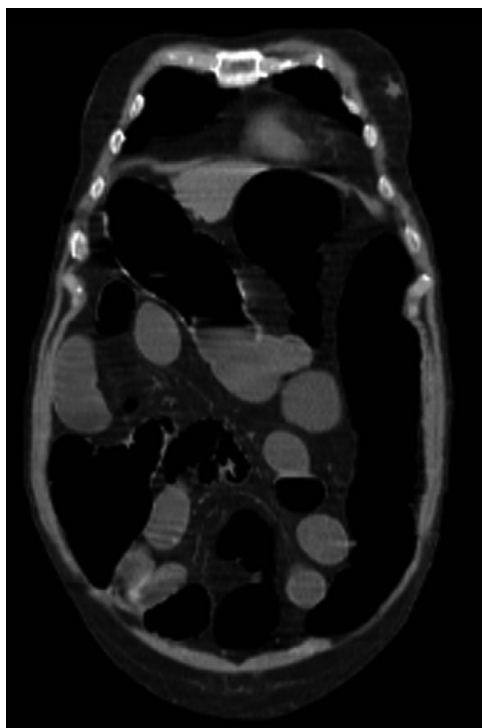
TC prececostomía.
